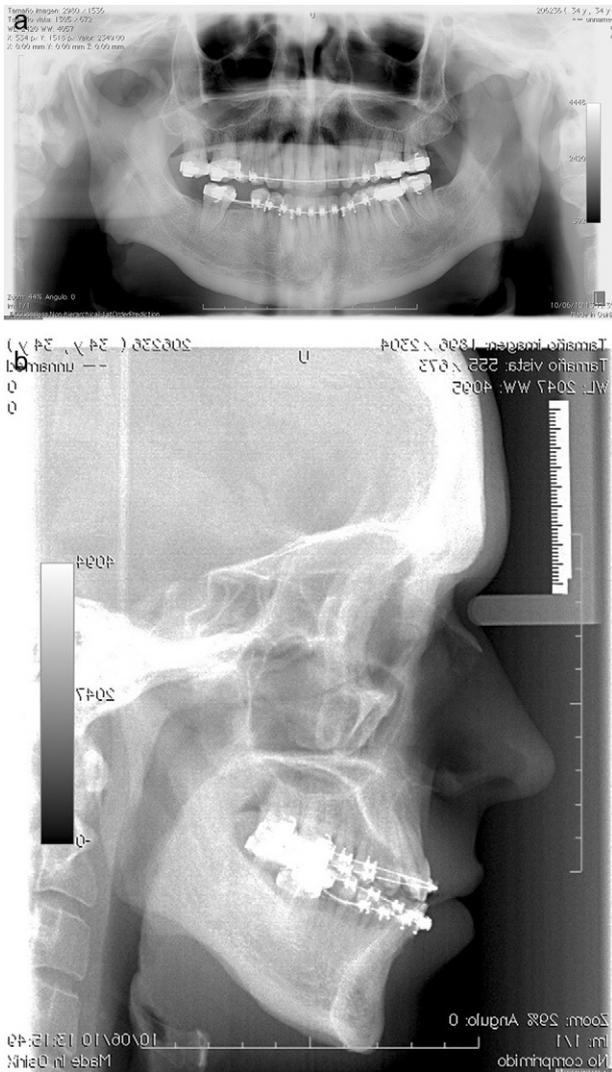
Caso 1: Radiología postoperatoria (ortopantomografía).
